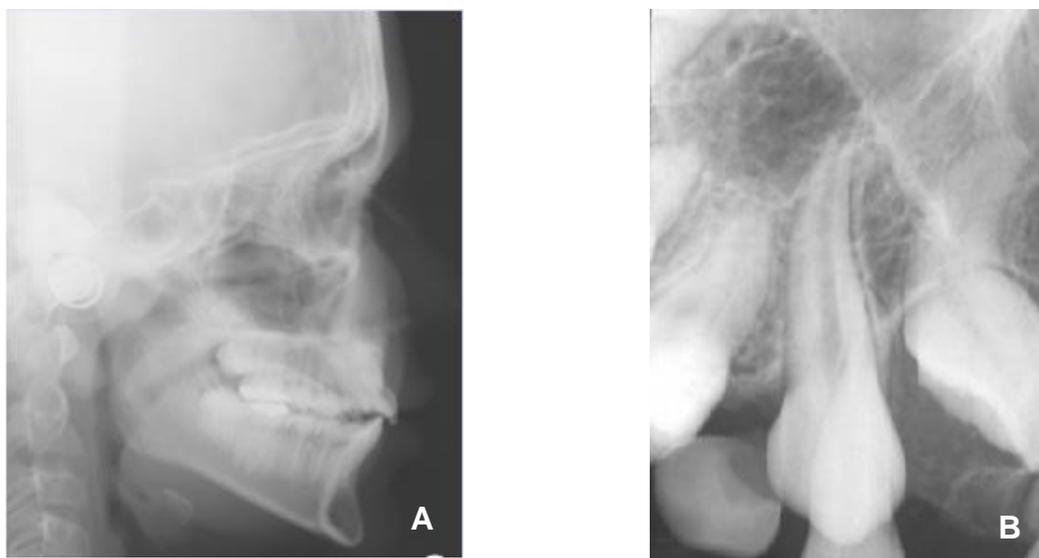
⁴⁹: Telerradiografia e radiografia periapical. A) Observar a posição de 11 perpendicular ao plano oclusal. B) Observar a dilaceração radicular.
